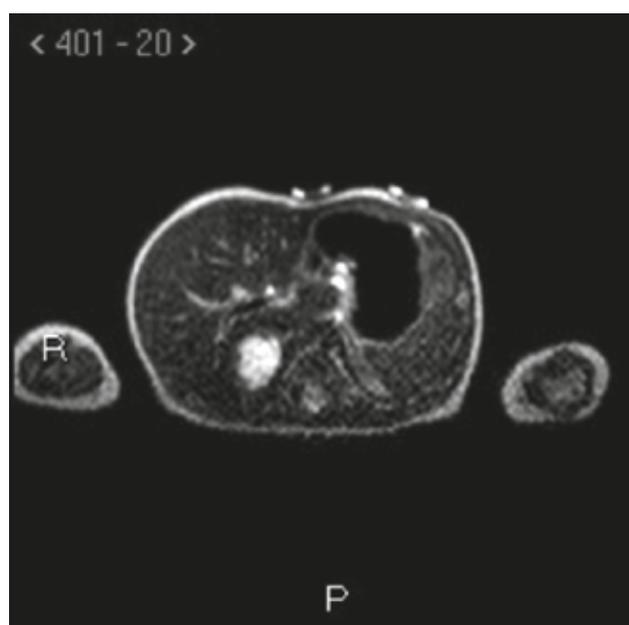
RM abdominal en secuencia T1 (fase). Imagen hiperintensa suprarrenal derecha por depósito de metahe-moglobina, sugerente de hemorragia adrenal.
